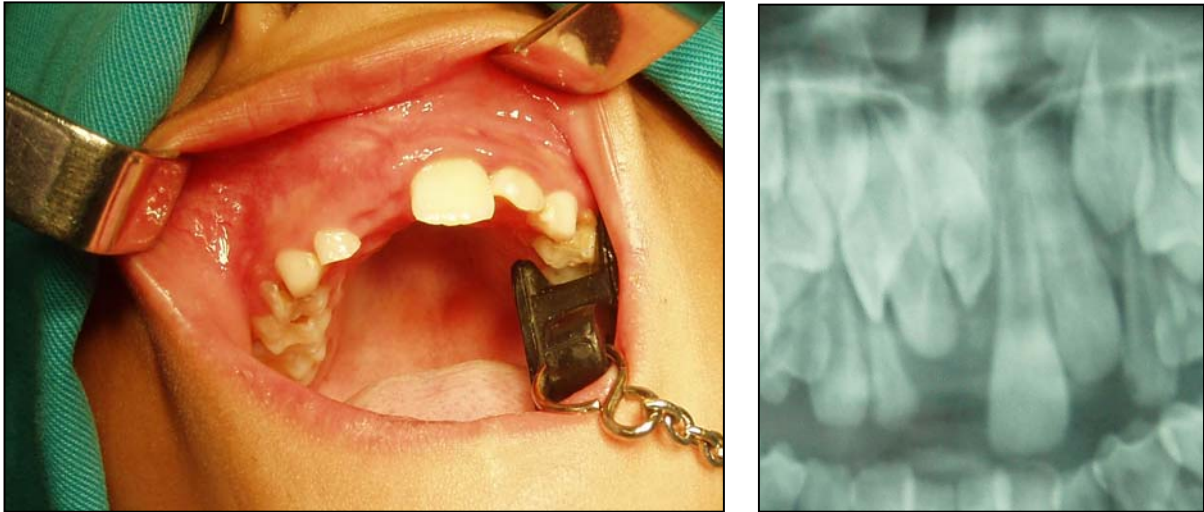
Imágenes clínica, radiológica y de tomografía computerizada, con reconstrucción 3D, de un niño con dientes supernumerarios incluidos, que han impedido la erupción normal de los incisivos central y lateral permanentes. La TC con reconstrucciones 3D es actualmente imprescindible para el diagnóstico y planificación del tratamiento.
